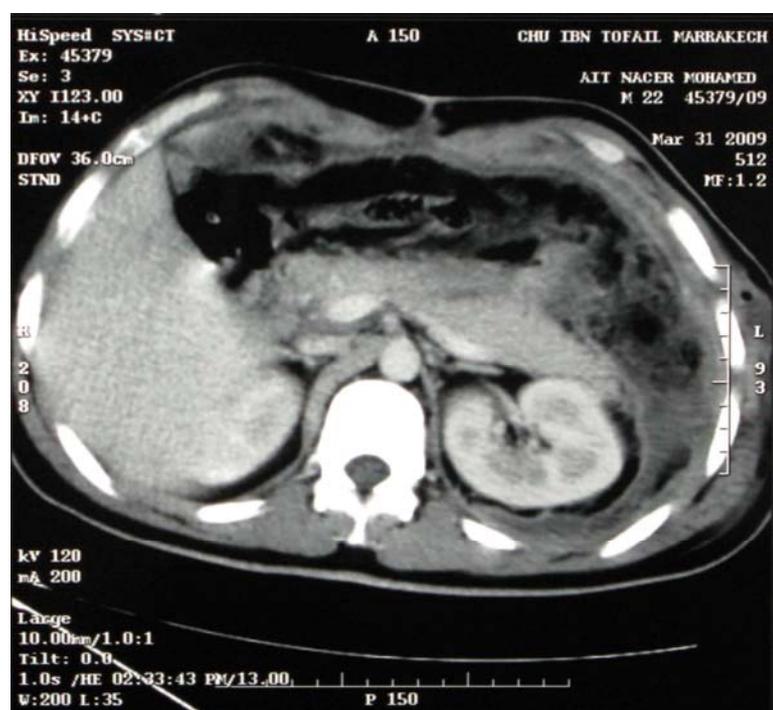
TDM abdominale montrant une pancréatite stade (E).
